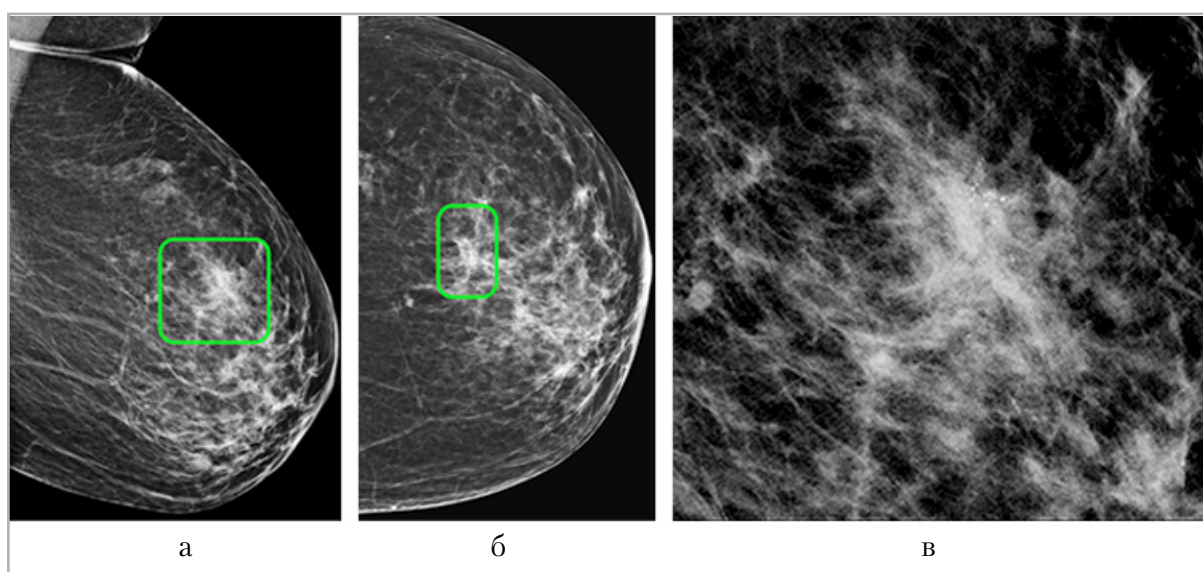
Рентгенограммы левой МЖ: а – стандартная косая проекция; б – стандартная прямая проекция, зеленым прямоугольником помечена единичная группа микрокальцинатов; в – увеличенный фрагмент снимка в косой проекции, группа микрокальцинатов
